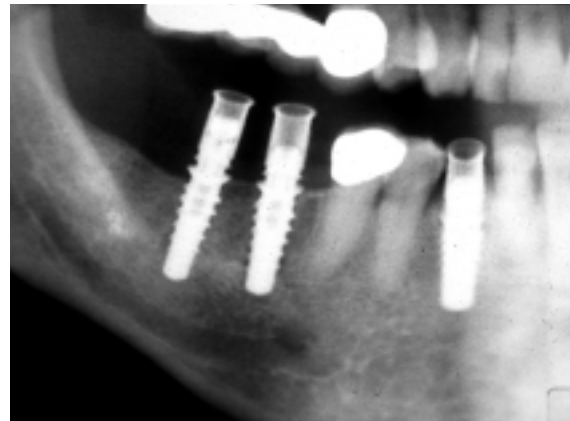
Röntgenbild nach Implantation und Abdruckpfosten.
